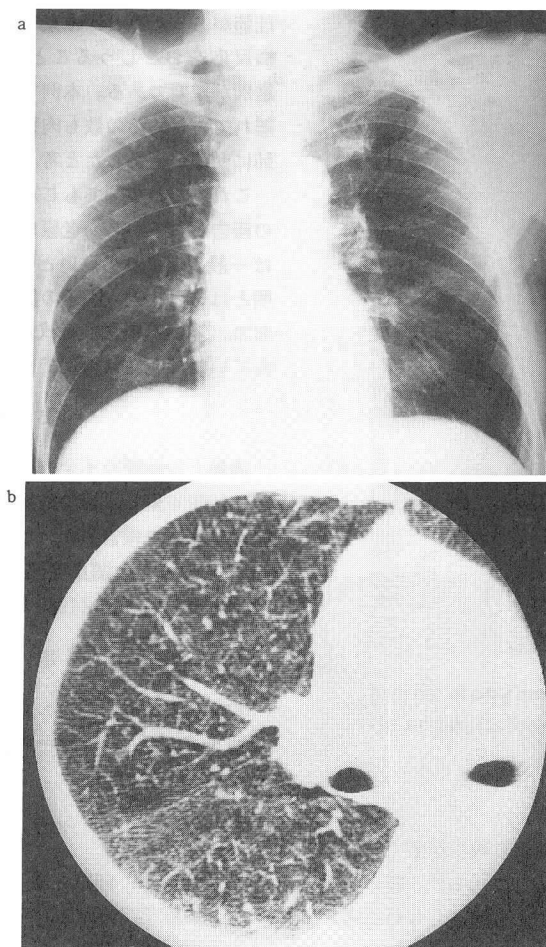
Chest X-ray film (a) and CT scan (b) on December 5 shows decreased interstitial densities, small nodular shadows and the disappearance of lymph node swelling.
